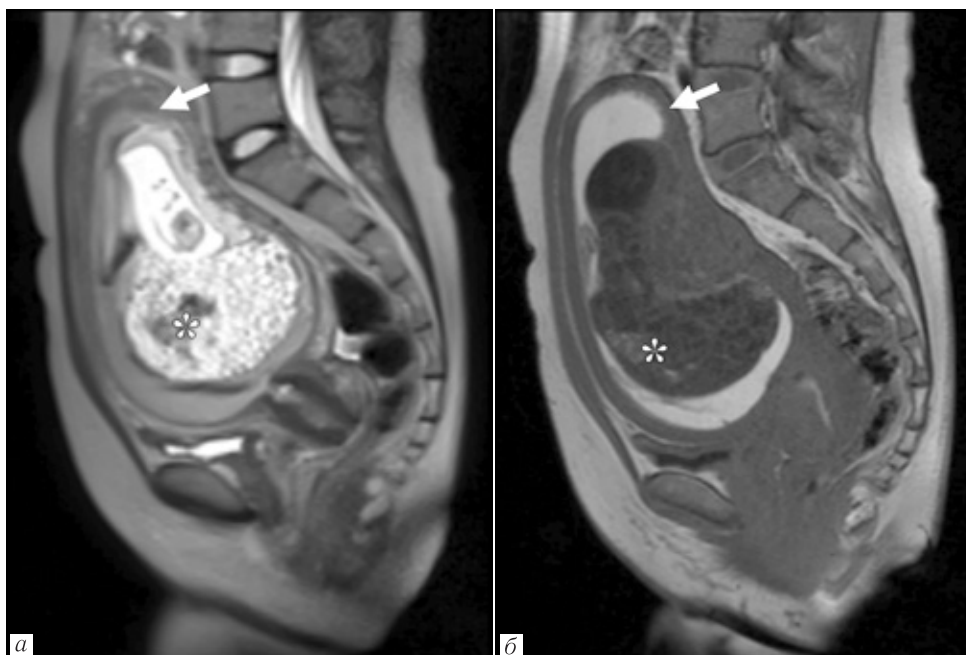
Полный пузырный занос на фоне синхронно развивающейся беременности. МРТ экстрафетальных структур, T2-ВИ (а) и T1-ВИ (б), сагиттальная плоскость. 11 нед гестации. В полости матки определяются два плодных яйца: в первом находятся плод с признаками ЗВУР и нормальная ткань плаценты, во втором — полностью кистозно-трансформированная плацента неоднородной структуры за счет наличия кровоизлияния в структуре (*). Также заоболочечно определяется массивная гематома в подострой стадии, частично отслаивающая нормальную плаценту (стрелка), а также ткань полного пузырного заноса от стенки матки
